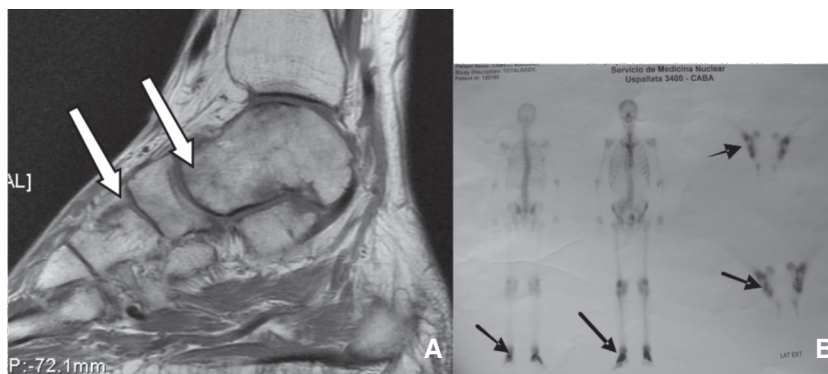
A. RMN de pie: Afectación difusa del astrágalo, los huesos del mediopié y del sector distal del calcáneo, con cambios inflamatorios de los tejidos blandos adyacentes. B. Centellograma óseo donde se observa fijación patológica del radiotrazador en ambos pies.
